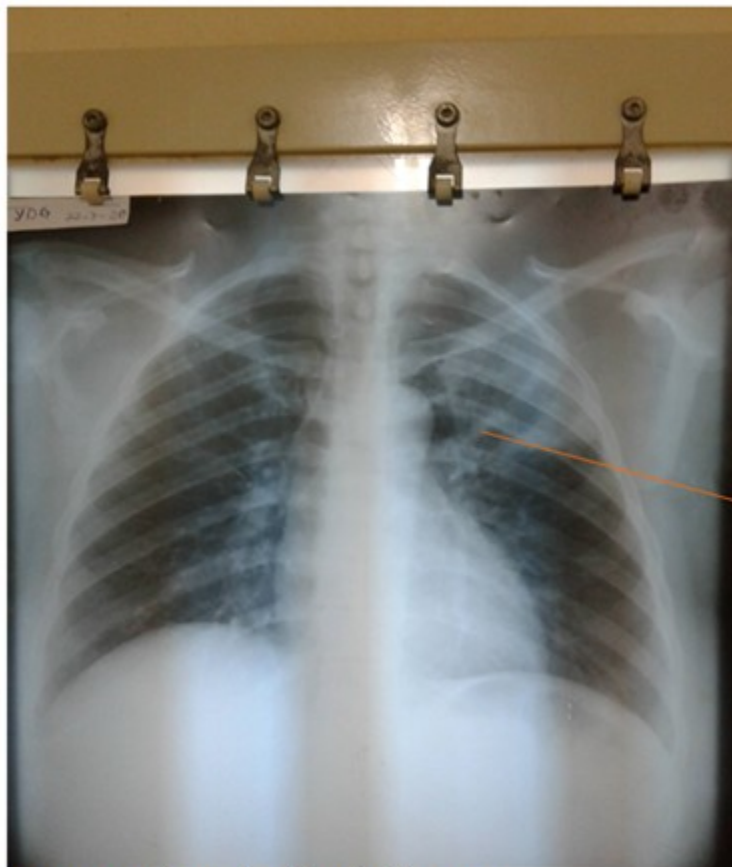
Radiografía simple de tórax.
